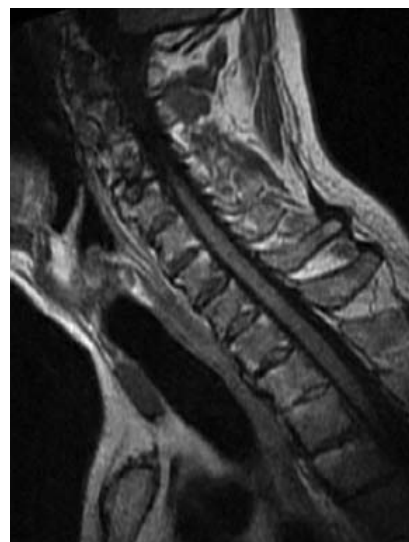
Томограмма пациента 45 лет с АС (собственное наблюдение). Режим T1, сагиттальная проекция. Зоны жировой дегенерации (стрелки) в шейном отделе позвоночника
